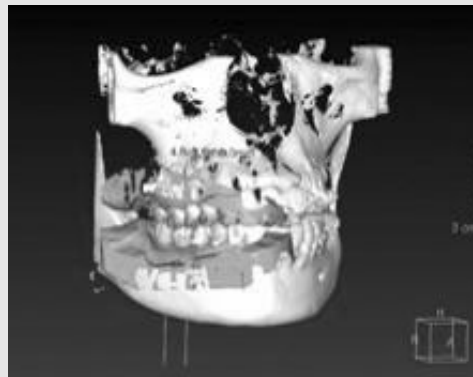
In2Guide® 소프트웨어에서 CBCT와 중첩시켜 임플란트 직경 및 위치를 결정하고 있다.
